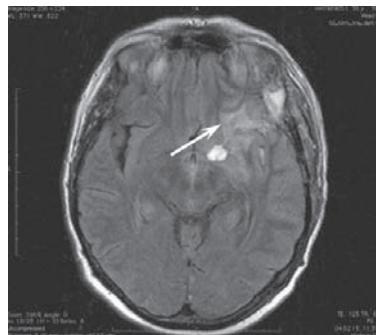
МР-томограмма головного мозга (21.01.2015 г.): состояние после клипирования аневризмы левой ВСА, подострый ишемический инфаркт в заднебазальном отделе левой лобной доли, островке и передних подкорковых структурах без поражения внутренней капсулы (стрелка).
